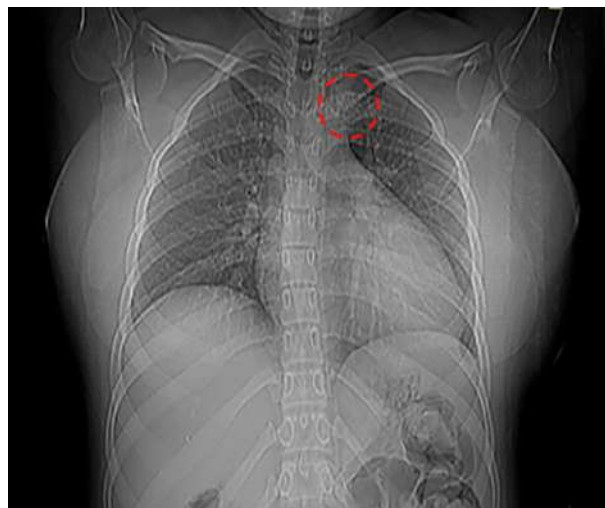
Radiografía de tórax: Defecto localizado en el ángulo interno del tercer (3^{er}) arco costal izquierdo, de aspecto lítico con aparente abombamiento del periostio y pérdida de sustancia ósea.
